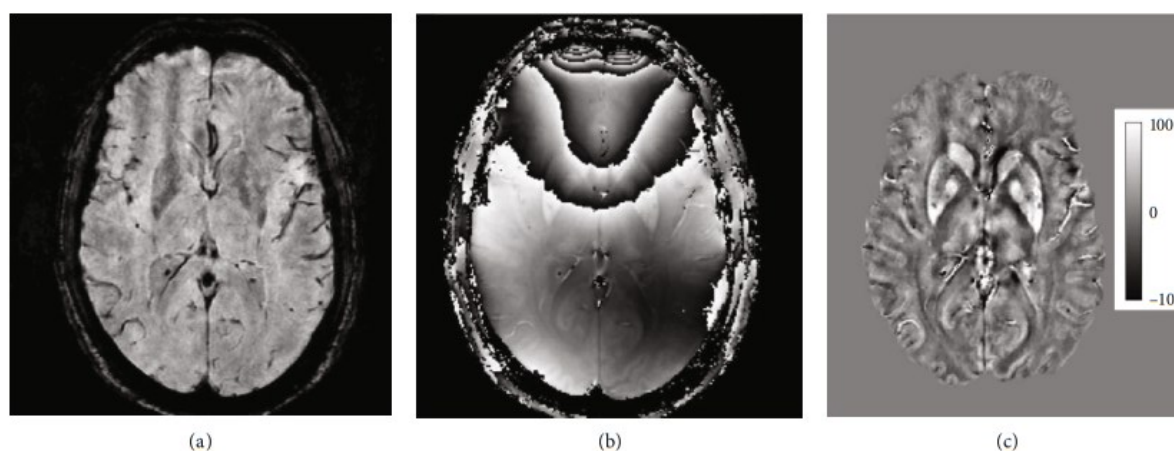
Example axial MR image slice depicting gradient-echo magnitude (a), raw phase (b), and quantitative susceptibility map (c). Magnetic susceptibility scale in ppb is shown.
